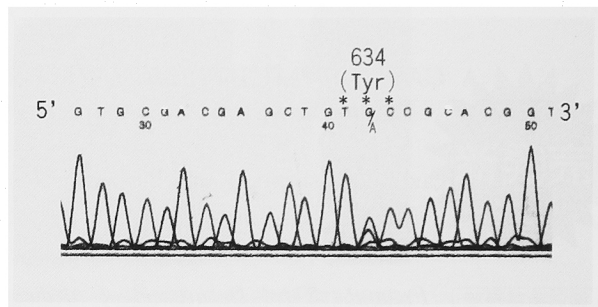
DNA sequence analysis revealed that codon 634 in exon 11 of the RET gene was mutated from TGC (Cys) to TAC (Tyr).
